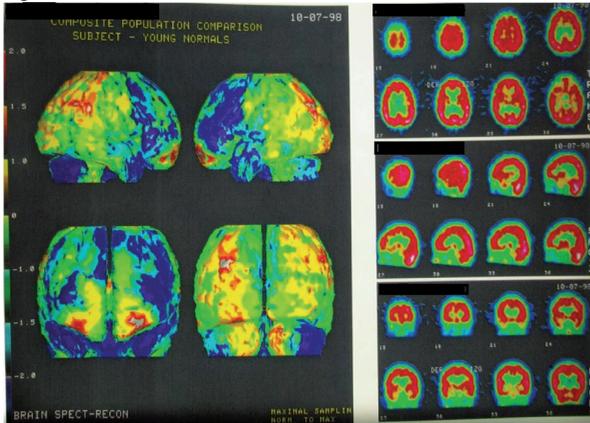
SPECT CEREBRAL 1997.
